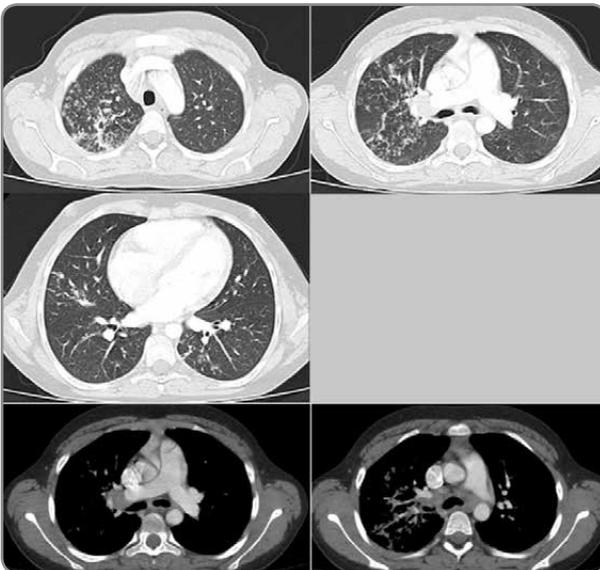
Tomografía computada con contraste. Opacidades centrolobulillares con morfología de "árbol en brote", comprometiéndolo todo el lóbulo superior derecho y en forma aislada al lóbulo inferior izquierdo. Se observan además varias adenopatías mediastínicas e hiliares derechas.
